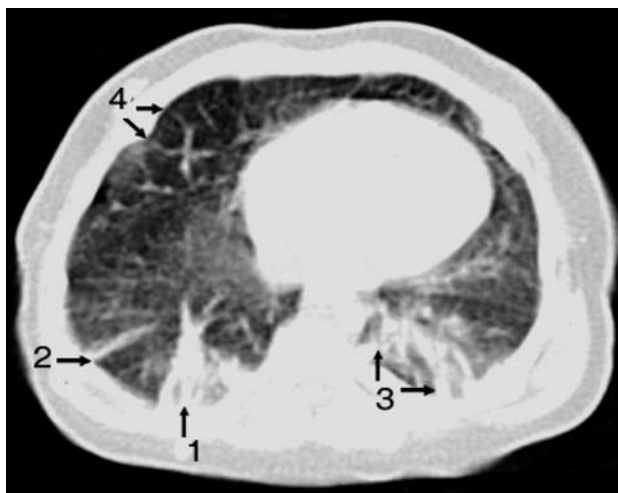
КТ в аксіальній площині недоношеної дитини з БЛД III ст. у віці 55 днів життя. Субсегментарний ателектаз в S 10(1), масивні фіброзні тяжі (2), плевропульмональна спайка (3), потовщення міжчасточкових перегородок (4).
